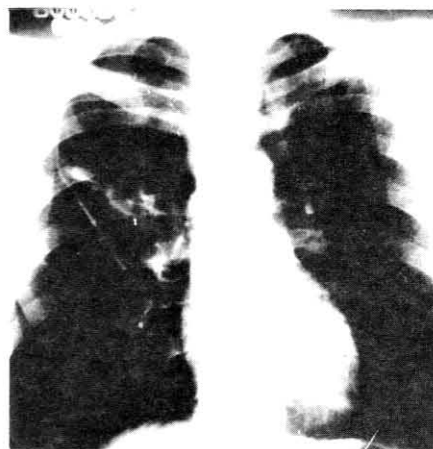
Radiografia torácica com lesões pulmonares por paracoccidioidomicose (Caso 1).
